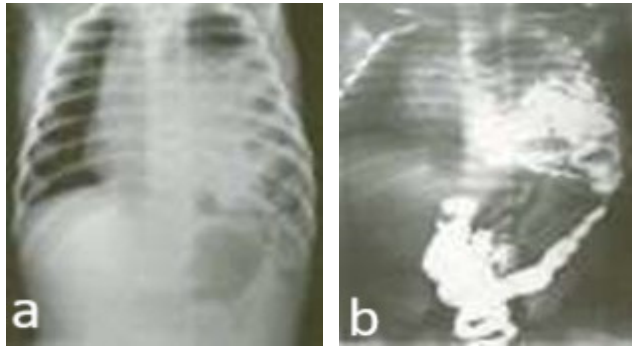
Hernie diafragmatică congenitală. Radiografie toracică: a. Nativ și b. Cu substanță de contrast
